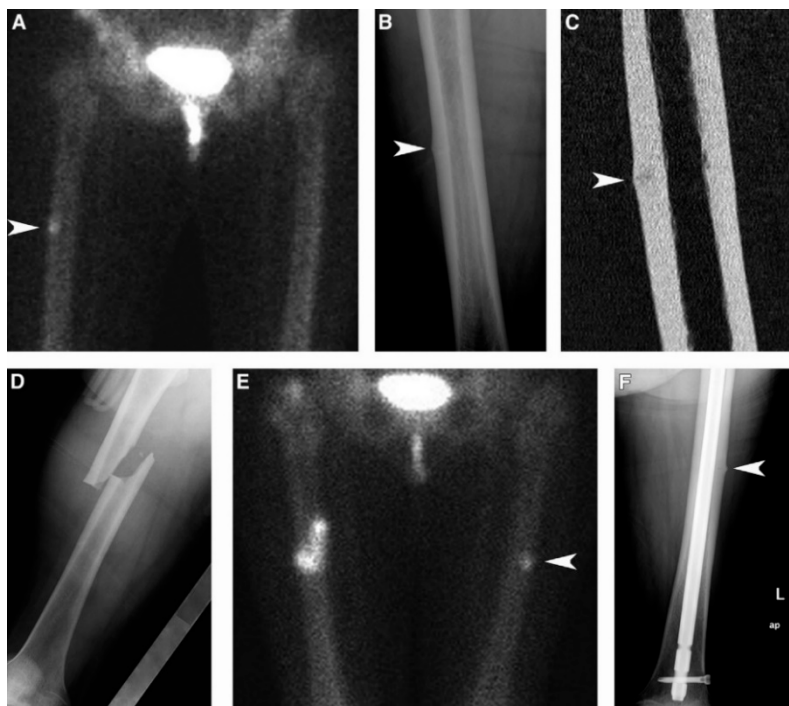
Mulher de 58 anos sob terapêutica com bifosfonatos há 10 anos devido a risco aumentado de fratura por toma prolongada de corticoides devido a artrite reumatóide. Realizou-se cintigrafia (A) por dor no pé esquerdo que revelou captação focal na cortical lateral do fêmur direito (ponta de seta). Fez-se radiografia (B) e tomografia computadorizada (C) que demonstraram espessamento cortical (pontas de seta) e radiolucência horizontal subtil (seta), consistente com FAF. Após traumatismo ligeiro 2 anos depois verificou-se fratura completa (D). Um ano depois, realizou-se cintigrafia óssea (E) devido a dor na coxa esquerda. Verificou-se intensa captação no fêmur direito (que tinha sido fixado internamente) e um foco na cortical lateral do fêmur esquerdo (cabeça de seta) consistente com FAF. Fez-se fixação intramedular profilática e em radiografia subsequente (F) é visível a FAF (ponta de seta)<sup>53</sup>.
